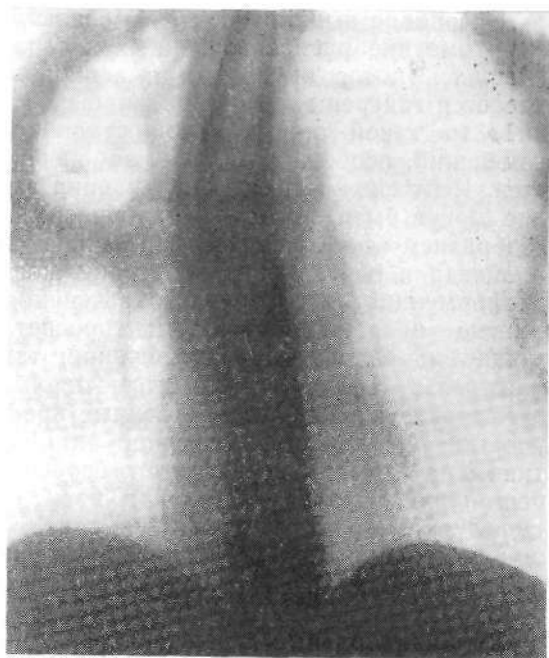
Прямая томограмма (11 см) легких больного А. 52 лет. Гангрена верхней доли правого легкого. Секвестрация огромного участка легочной ткани.
